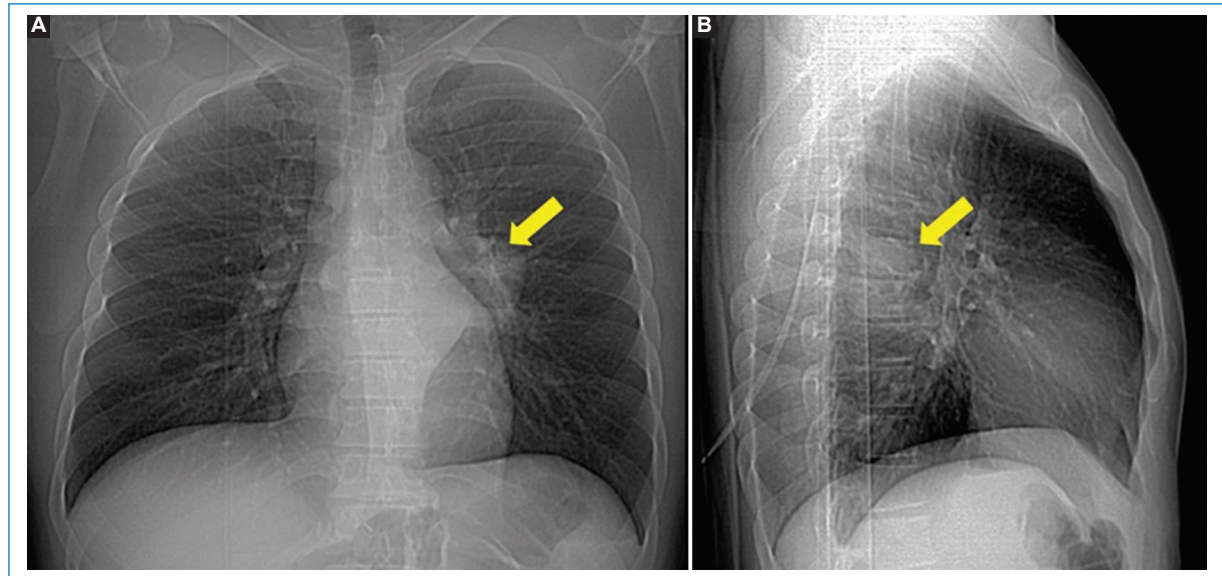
Radiografía de tórax. A: de frente. B: de perfil. En la proyección posteroanterior (A) se observa una opacidad en el tercio medio del tórax, con amplia relación con las estructuras mediastinales, y márgenes bien definidos con el campo pulmonar izquierdo. El borde medial no se identifica. Presenta ángulos obtusos, lo que orienta a una masa de localización mediastinal. No presenta signo de la silueta con las estructuras cardíacas, pero sí con la columna, y borra las líneas paraaórtica y paravertebral izquierda, lo cual la localiza en el mediastino posterior. En la proyección de perfil (B) se observa un aumento de la densidad focal a nivel de las vértebras torácicas medias, confirmando dicha topografía.
